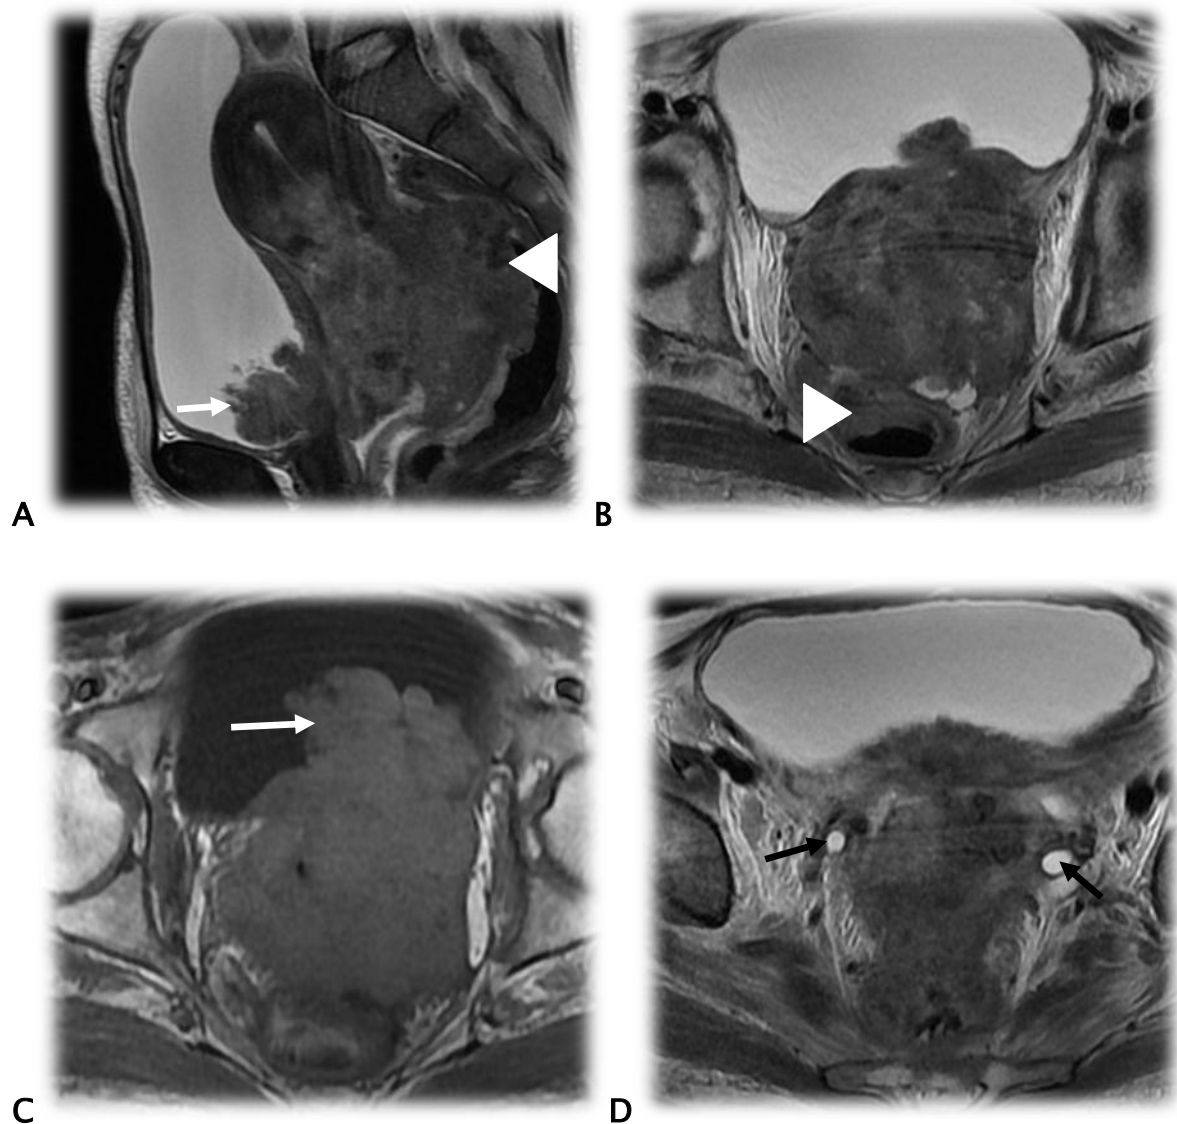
Patiente de 52 ans, consulte pour des métrorragies spontanées avec des hématuries, examen au speculum note une volumineuse masse du col utérin avec à l'étude anatomopathologique un carcinome épidermoïde. IRM en pondération T2 coupe sagittale (A), axiale (B-D), en pondération T1 coupe axiale (C). Volumineuse masse du col utérin mesurant 115 mm de grand axe, extension vaginale ne dépassant pas les 2/3 supérieurs, extension paramétriale bilatérale distale avec extension urétérale bilatérale et UHN modérée (flèches rouges), extension à la paroi vésicale postérieure et inférieure avec bourgeons endoluminaux (flèche jaune), extension à la paroi antérieure du rectum qui est épaissie et irrégulière (tête de flèche). Classé stade IVA de FIGO. Traitée par une radiothérapie externe à visée palliative.
